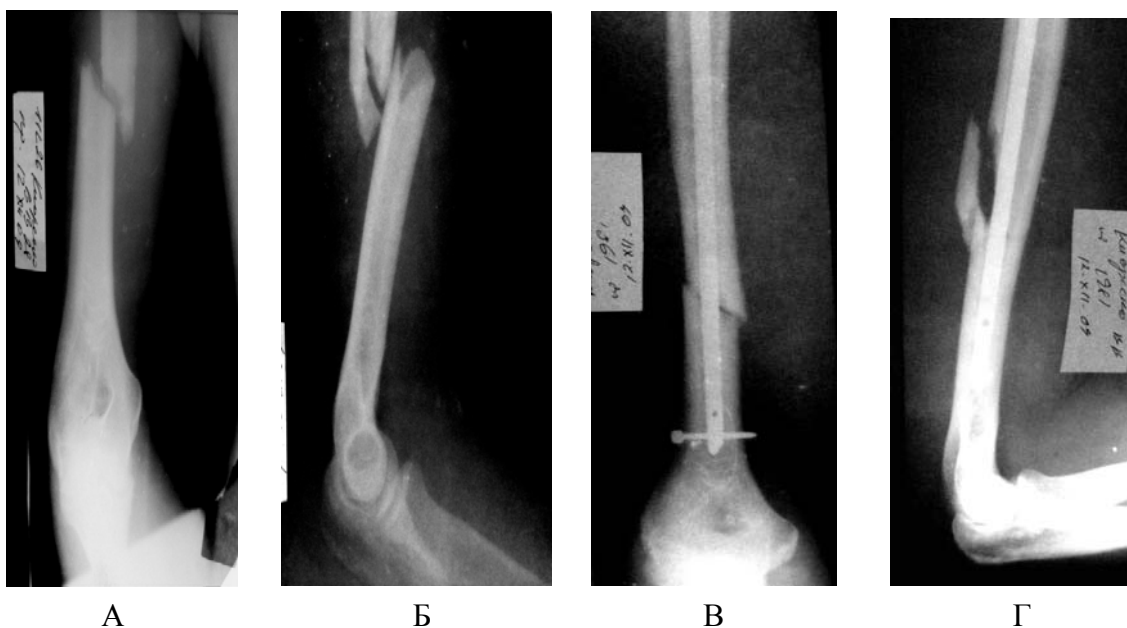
Фотовідбитки рентгенограм хворого К., історія хвороби №14630 у прямій (А) та боковій (Б) проекціях при госпіталізації; у прямій (В) та боковій (Г) проекціях після остеосинтезу блокованим інтрамедулярним фіксатором
